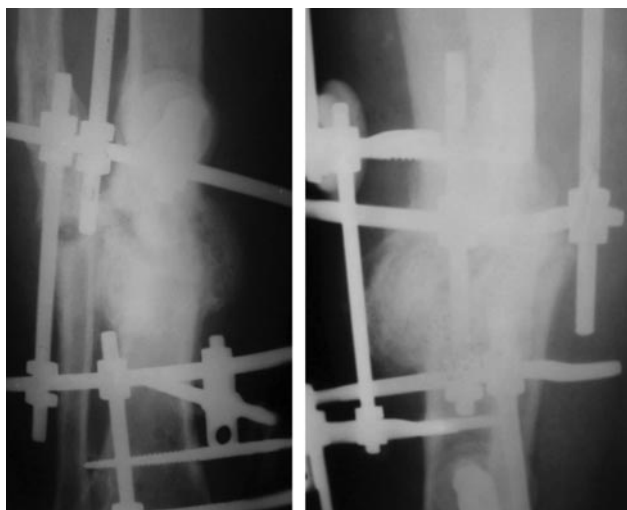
Рентгенограми дистального відділу правої гомілки у пац. М. 48 р. через 6 міс. лікування АЗФ: формування параостальної КМ
